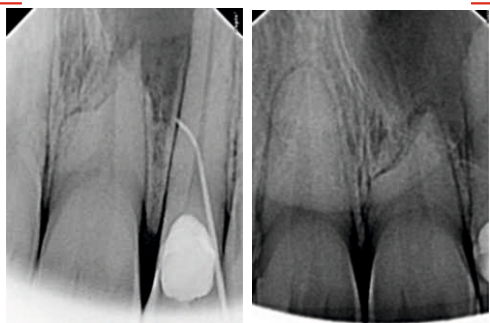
intra-oral radiographs showing a large well-defined radiolucency involved with teeth 21 and 22. The tooth 21 presented an external resorption
